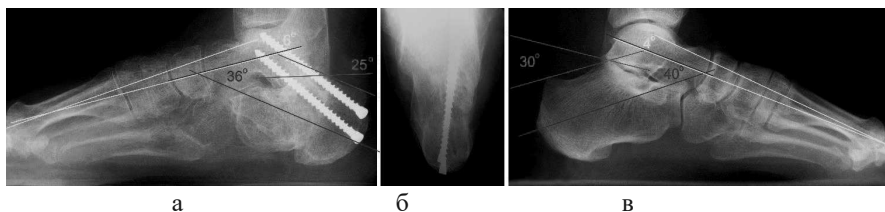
Порівняльні фотовідбитки рентгенограм у бічній (а), аксіальній (б) проекціях правої стопи після лікування і бічної проекції (в) лівої стопи
